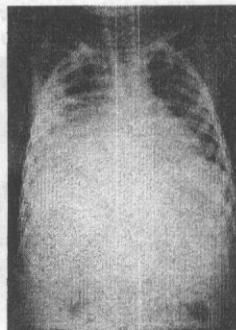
Radiografia cutiei toracice și a cavității abdominale (preoperator).
